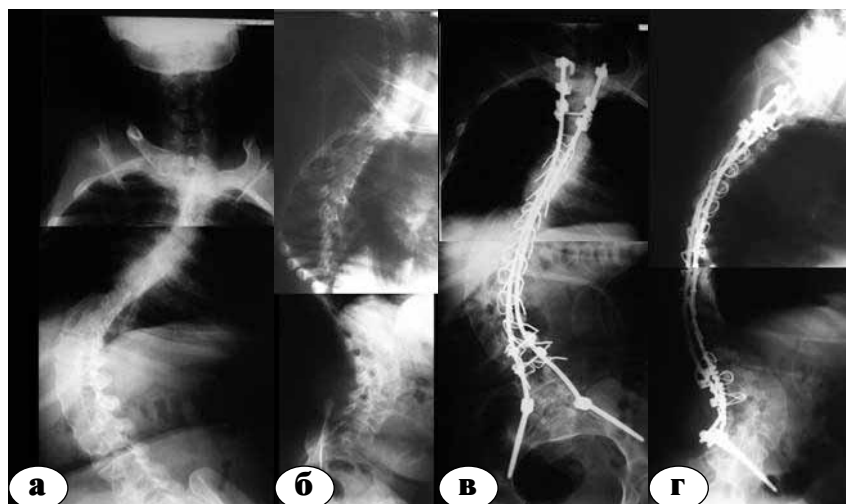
Рентгенограммы пациента М., 25 лет:
